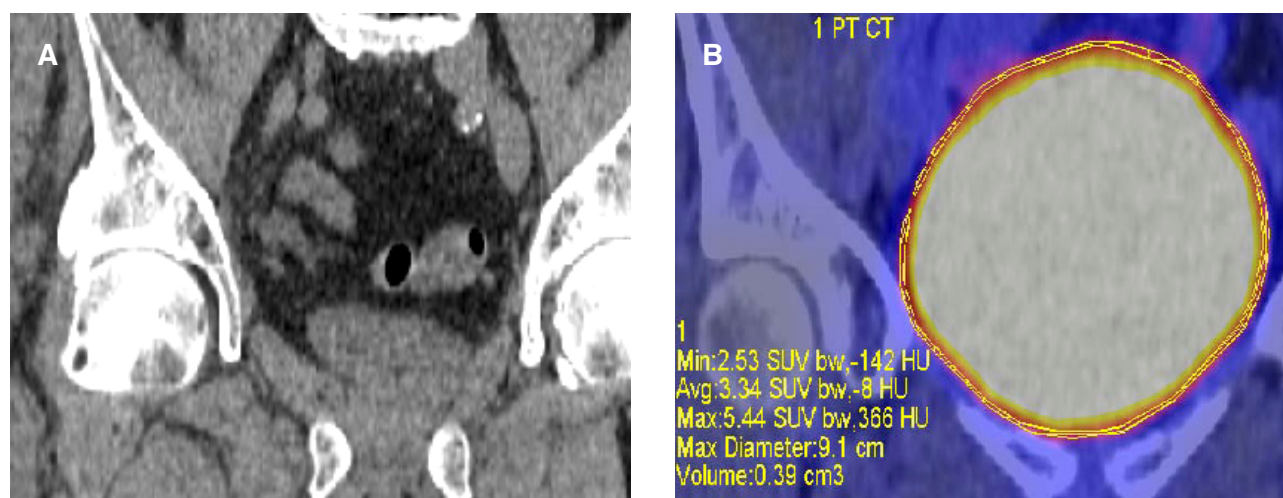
Нативная КТ малого таза (А) и ПЭТ/КТ визуализация метаболизма 18F-ФДГ в стенке мочевого пузыря (В) у онкологического пациента, не имеющего воспалительных урологических заболеваний
